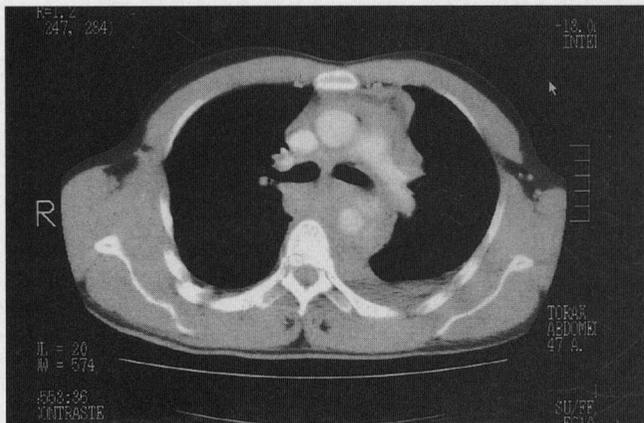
TAC Torácico con ruptura de aorta descendente.
